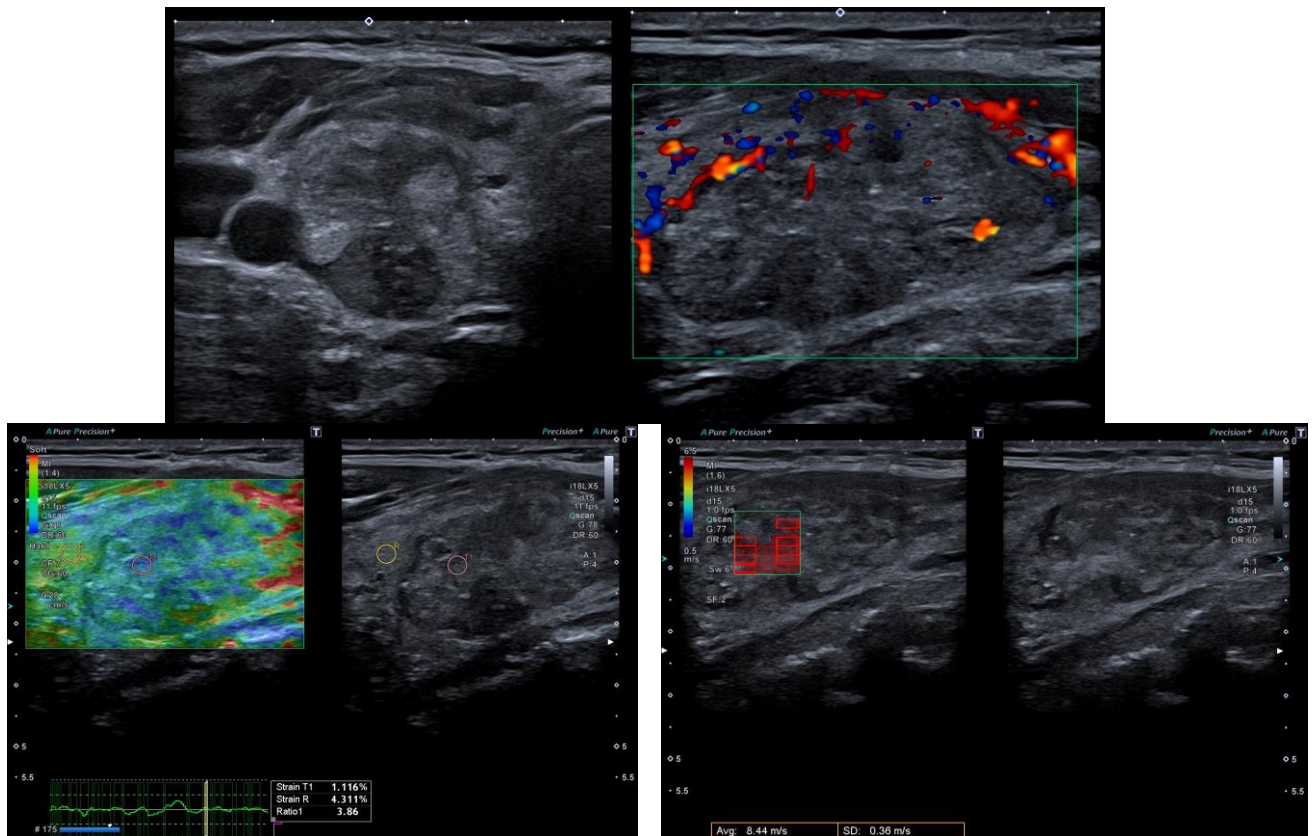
Мультипараметрическое УЗИ очага ЩЖ, выбор зоны биопсии.
